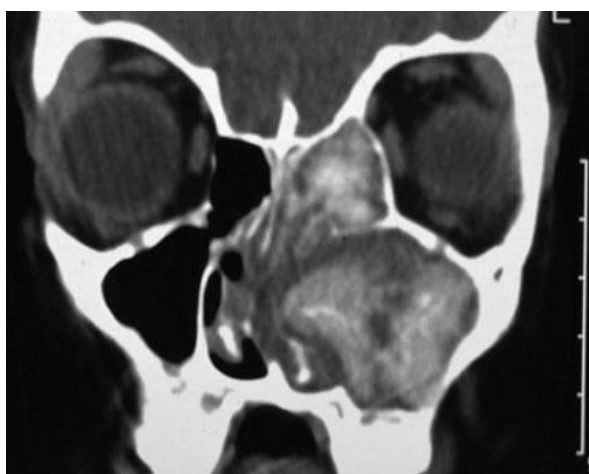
⁹ Imagem de TC de apresentação de RSFA in Mclay J. Allergic Fungal Sinusitis. Medscape. 2018.
